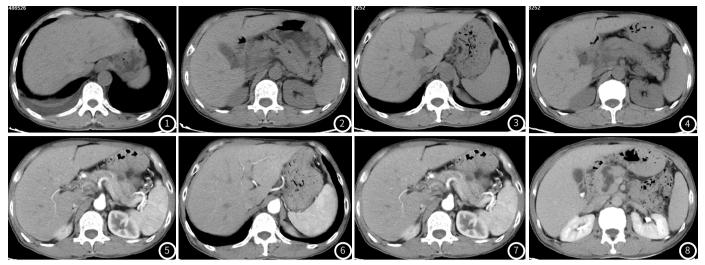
~2 CT平扫影像。图3~8 上腹部CT平扫+增强扫描影像。
